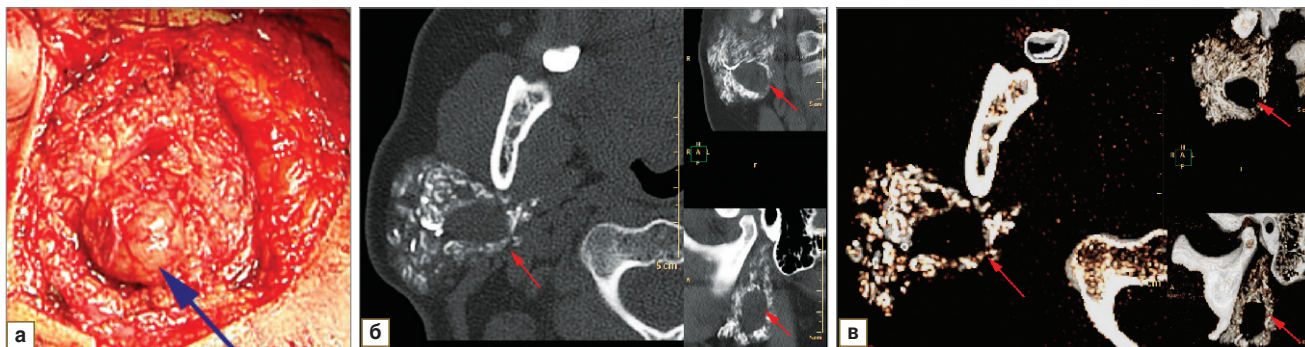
Результаты сопоставления интраоперационной картины кисты и МСКТ-сиалографии при контрастировании правой ОУСЖ. Представлены фотография образования во время хирургического вмешательства (а) и мультисрезовые компьютерные томограммы (б — сиалограмма, мультипланарная реконструкция; в — сиалограмма, 3D-реконструкция), на которых в нижнем полюсе железы определяется жидкостная полость овальной формы, с четким контуром, протоки на уровне кисты прослеживаются на всех уровнях, отмечается их оттеснение кнаружи, вперед и вниз (стрелки)
